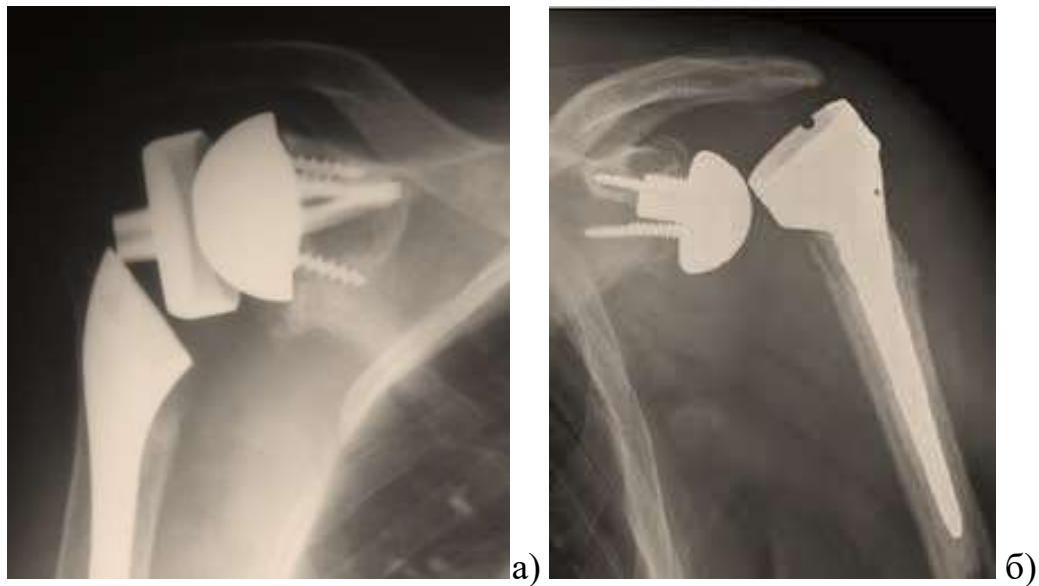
Рентгенограми плечового суглоба в прямій проекції з різними варіантами нестабільності реверсивного протезу: а) звих чашки протезу; б) звих пластикового вкладишу ендопротезу.
